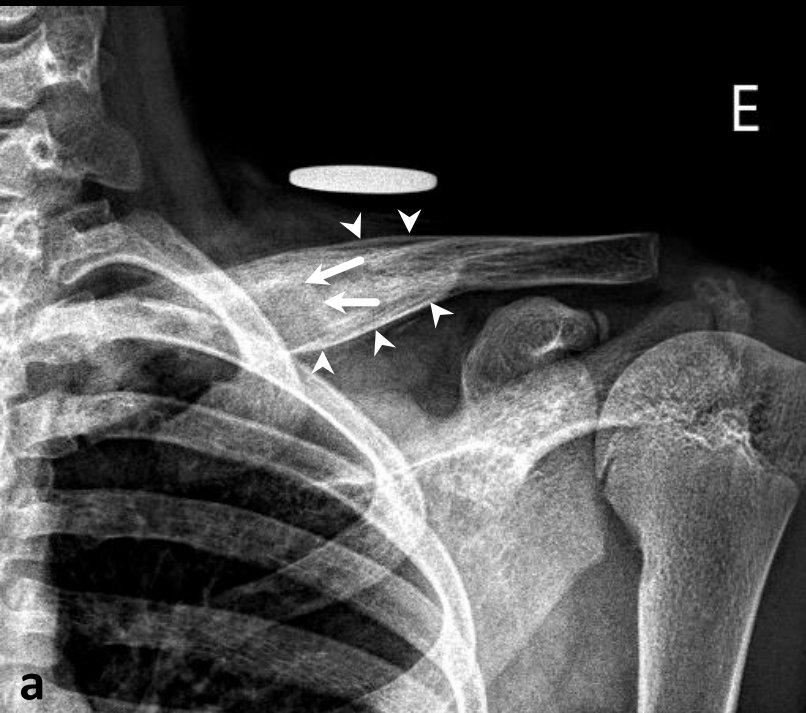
Osteomielite Crônica Não Bacteriana. Menina de 11 anos com queixas de aumento do volume do ombro esquerdo e dor há 5 meses. Na radiografia simples anteroposterior (a) já é possível notar lesão óssea mal definida e heterogênea com áreas de osteólise (setas) assumindo aspecto insuflativo na clavícula esquerda além de reação periosteal de morfologia lamelar (cabeças de seta). Diante destes achados, é necessário afastar neoplasia, sobretudo o sarcoma de Ewing nesta faixa etária. Nas imagens de ressonância magnética ponderadas em T2 com saturação de gordura (b) e T1 (c) é evidente alteração de sinal de aspecto heterogêneo, predominando alto sinal na sequências sensíveis a líquido (*) que se associa a extensa alteração inflamatória das partes moles (setas). Na tomografia computadorizada reformatada para o plano axial oblíquo da clavícula (d) há densificação da medular óssea também de aspecto heterogêneo (*) com áreas de osteólise em permeio além da reação periosteal lamelar (cabeças de seta). A biópsia foi compatível com osteomielite crônica.
